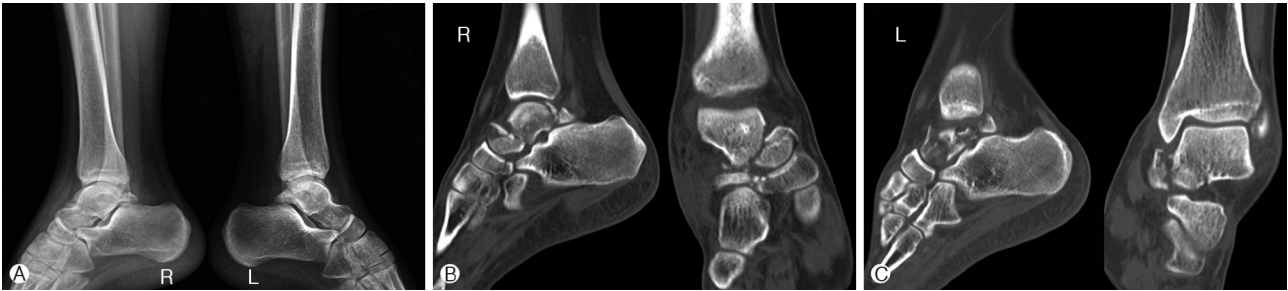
(A) Initial radiographs show bilateral talar neck fractures. (B) Computed tomography (CT) shows Hawkins type II talar neck fracture with moderate comminution on right side. (C) CT shows Hawkins type II talar neck fracture with severe comminution on left side.
